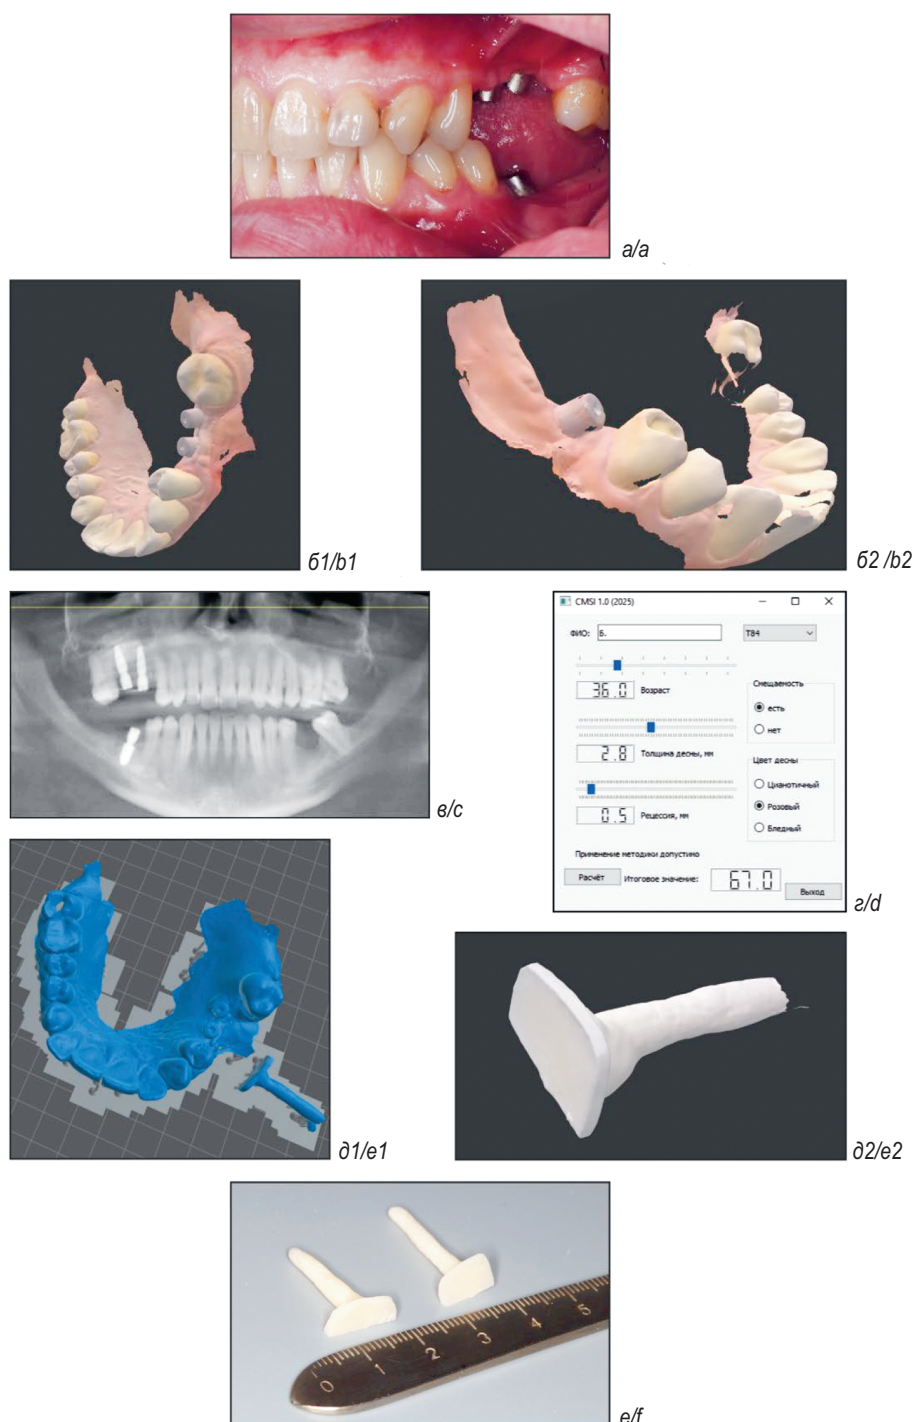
Процедура создания шаблона для точного забора и реимплантации десневого лоскута: *a* — общий вид зоны хирургического интереса, полученной в результате цифрового фотопротоколирования; *b* — интраоральное сканирование верхней (*б1*) и нижней (*б2*) челюсти; *c* — конусно-лучевая компьютерная томограмма верхней и нижней челюсти; *г* — общий интерфейс программы CMSI 1.0 и анализ данных пациента; *д* — трехмерная цифровая реконструкция сегмента верхней челюсти с десной (*д1*) и шаблонов переноса мягких тканей (*д2*); *е* — физические модели шаблонов переноса мягких тканей, распечатанные с применением 3D-принтера (фото авторов)
